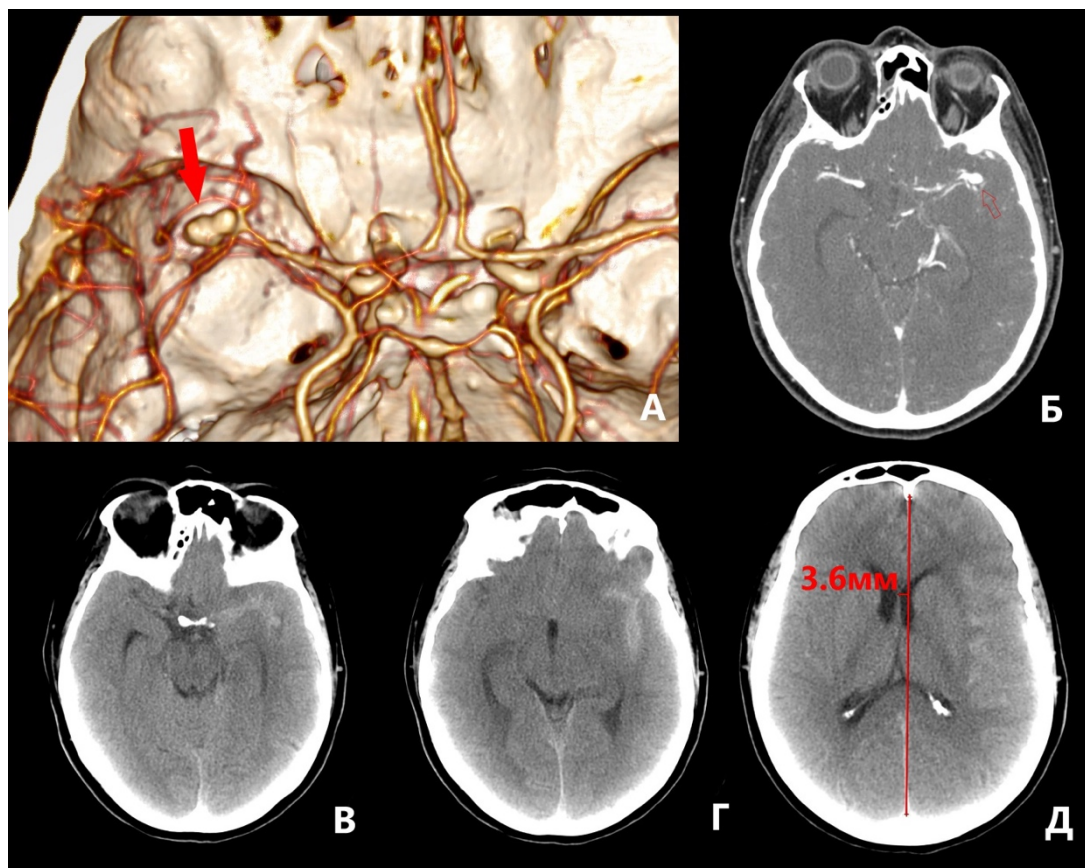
А, Б — данные МСКТ-АГ в день САК, выявляется средних размеров аневризма бифуркации левой СМА (отмечена стрелкой). В, Г — САК Фишер 3 — локализованный сгусток силвиевой щели). Д — латеральная дислокация 3,6 мм.
